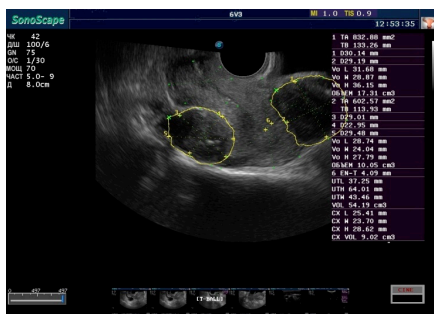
ТВ-УЗИ органов малого таза. Два субсерозно-интрамуральных миоматозных узла по задней и по передней стенкам матки, ближе ко дну матки
